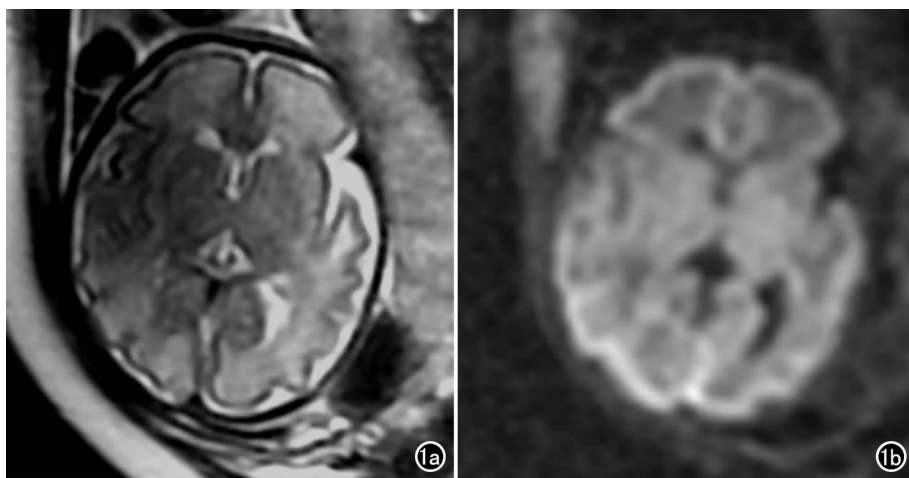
28 岁,孕妇,孕 32 周。a) 胎儿颅脑 T_2 WI 图像; b) 胎儿颅脑 DWI 图像, $b = 600\text{ s/mm}^2$ 。
